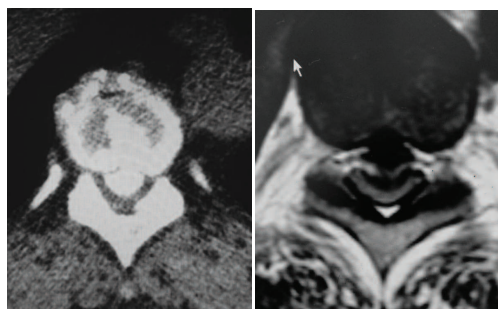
RM in sezione assiale che mostra la presenza di una voluminosa ernia dorsale (sinistra); la TC in sezione sagittale mette in evidenza la presenza di osteofiti e calcificazioni discali (destra)
